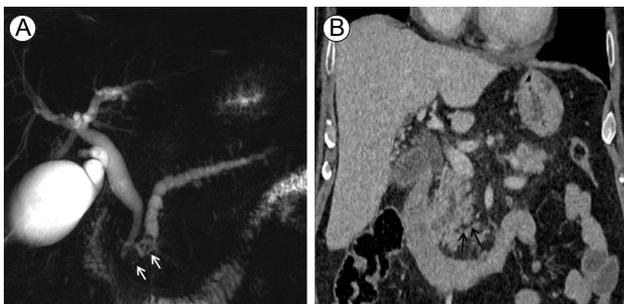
Pancreatic imaging findings. (A) Magnetic resonance cholangiopancreatography shows pancreatic head stones (arrows) and upstream duct dilatation, (B) whereas a coronal view of pre-enhanced computed tomographic findings does not reveal stones at the corresponding sites, indicating that the stones are radiolucent.
